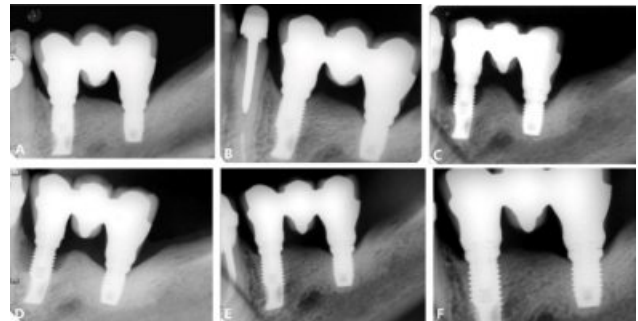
Intraoral radiographs of implant-supported oral rehabilitation. A. Initial image obtained immediately after prosthesis placement. B. Image obtained at 2-year follow-up appointment. C. Image obtained at 6-year follow-up appointment, suggesting funnel-shaped bone loss around the implants. D. Image obtained 10 months after anti-infective and occlusal therapy. E. Image obtained 4 years after anti-infective and occlusal therapy. F. Closer radiographic image of the area obtained 4 years after anti-infective and occlusal therapy. All radiographs were obtained through exposition by the right-angle technique.
